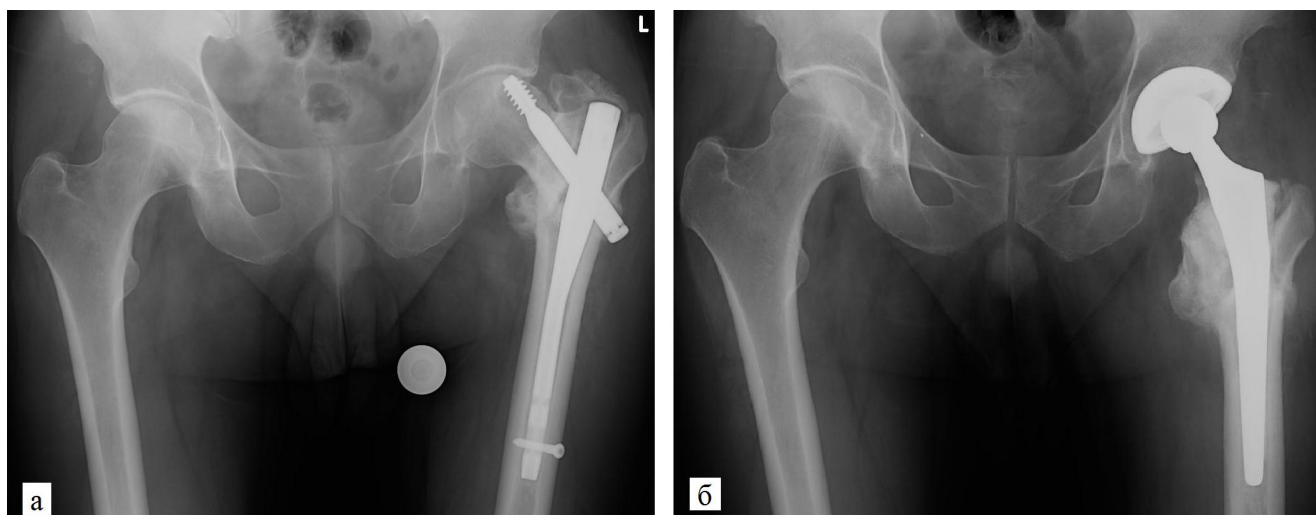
Рентгенограммы пострадавшего 68 лет.
